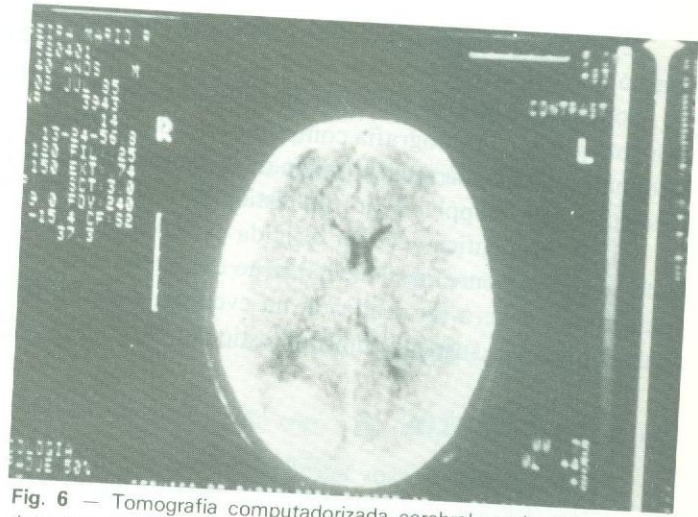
Tomografia computadorizada cerebral revela presença de duas imagens hiperdensas no hemisfério occipital direito, sugestivas de metástases
